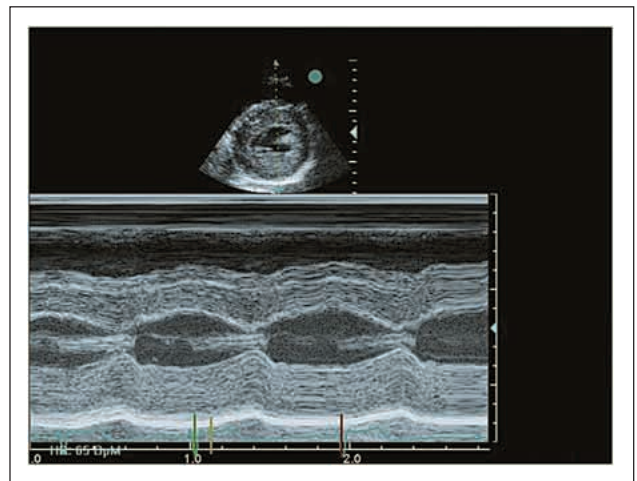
M-Mode des LV im parasternalen Querschnitt
